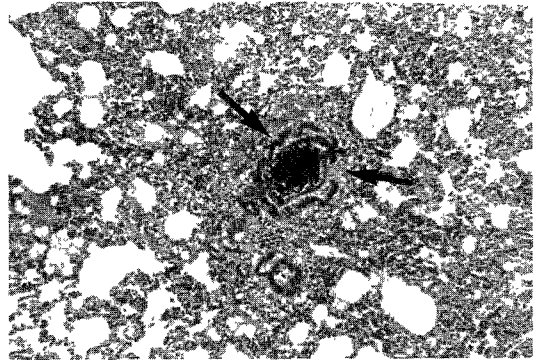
X-ray 40 Gy and Cis-DDP(H-E, $\times 25$) : Degenerated vascular wall(arrows) with perivascular edema is noted as well as edema fluid in alveolar spaces.
